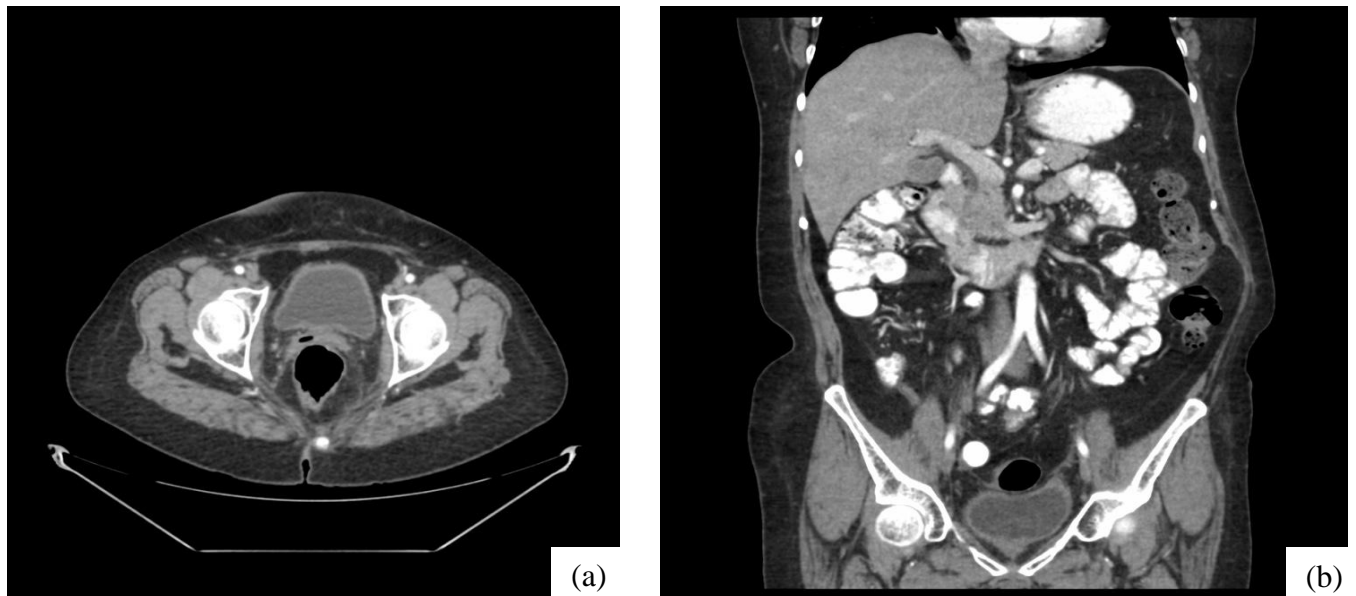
Se observa corte transversal y coronal (a) y (b) con tomografía axial computarizada de control, posterior a los ciclos de radioterapia; donde se observa ausencia de útero y ovarios.
